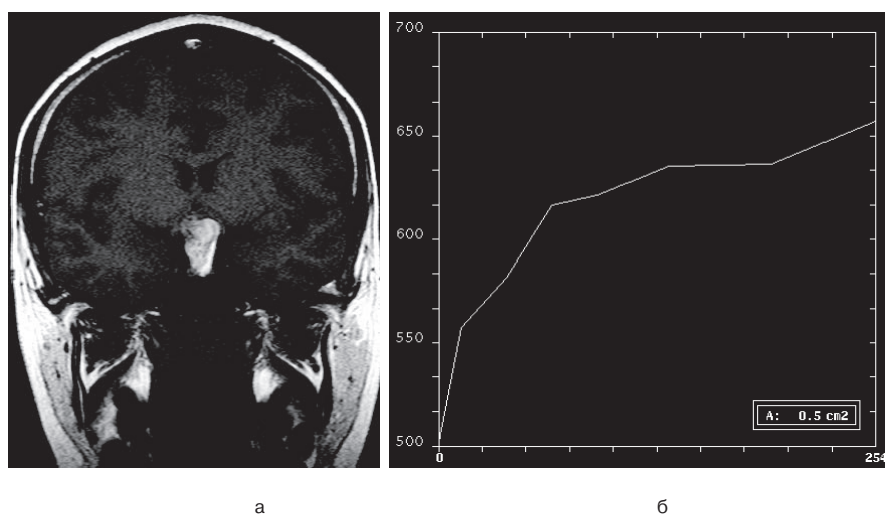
Результаты динамической контрастной МРТ у больной с краниофарингиомой: а – постконтрастное T1 ВИ во фронтальной проекции; б – кривая накопления и выведения контрастного вещества (I тип кривой).
